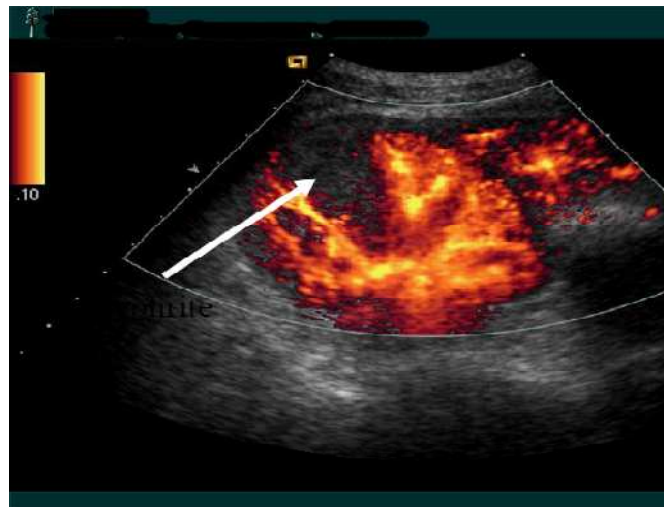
Echographie doppler énergie montrant une pyélonéphrite. [58]
